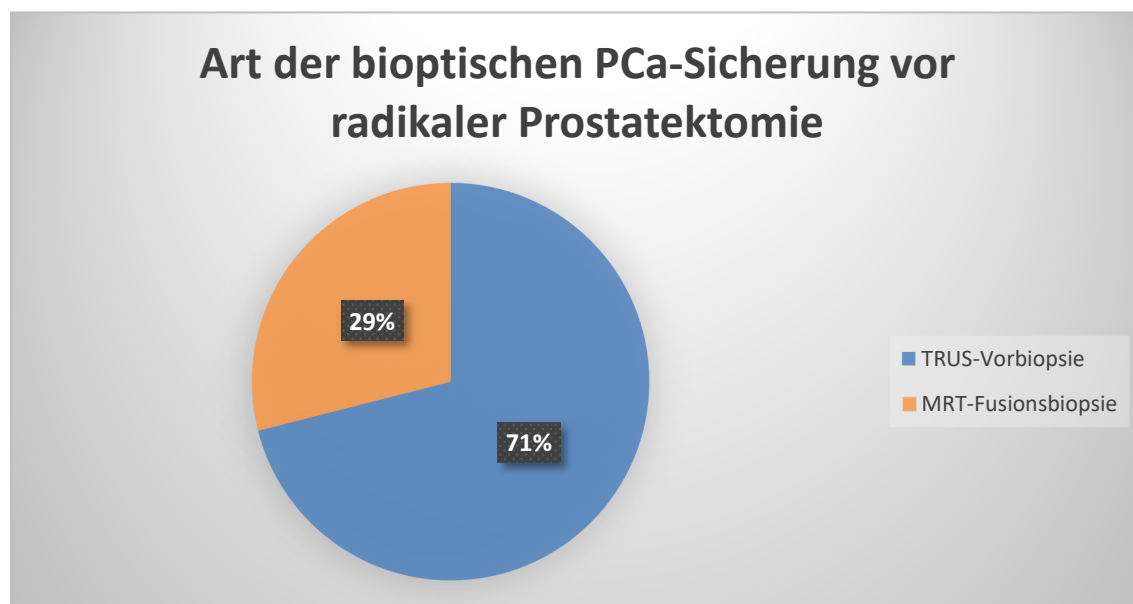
Patienten, die eine Fusionsbiopsie erhalten haben Darstellung der prozentualen Patientenverteilung nach Biopsieverfahren (TRUS-Biopsie [blau] vs. MRT-Fusionsbiopsie [orange])
